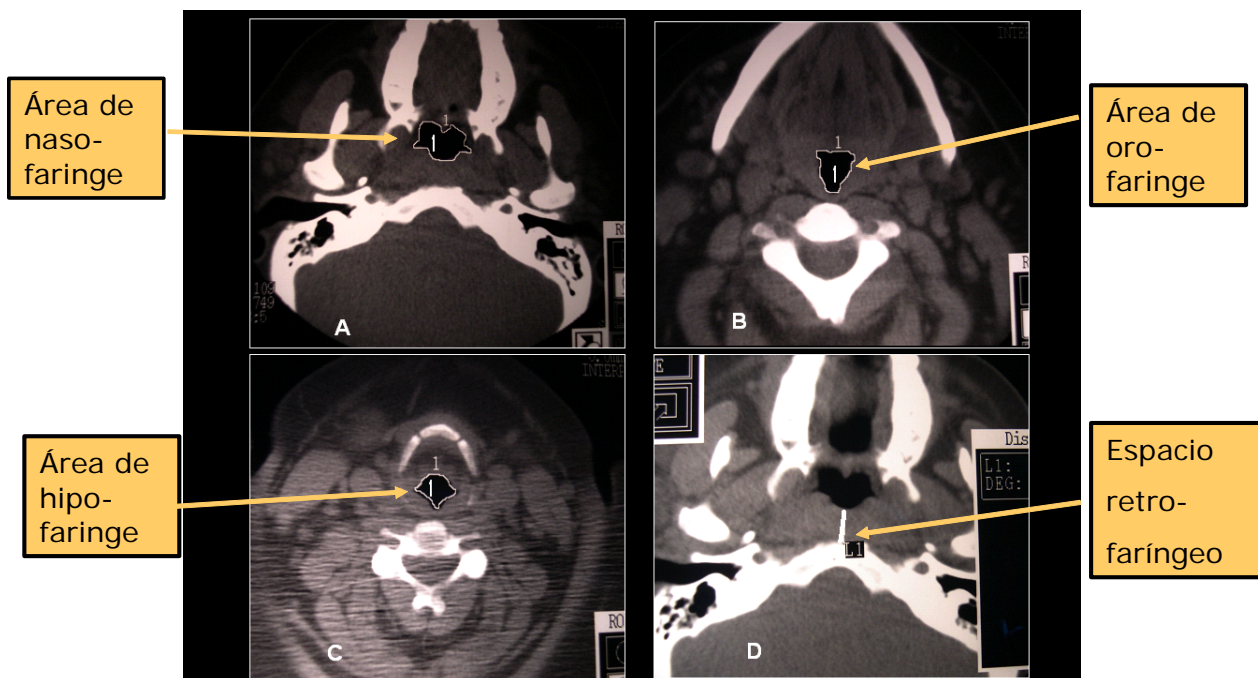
Tomografía computarizada (TC) de una mujer de 34 años con IAH de 84 eventos/hora e IMC 64,5 Kg/m²
